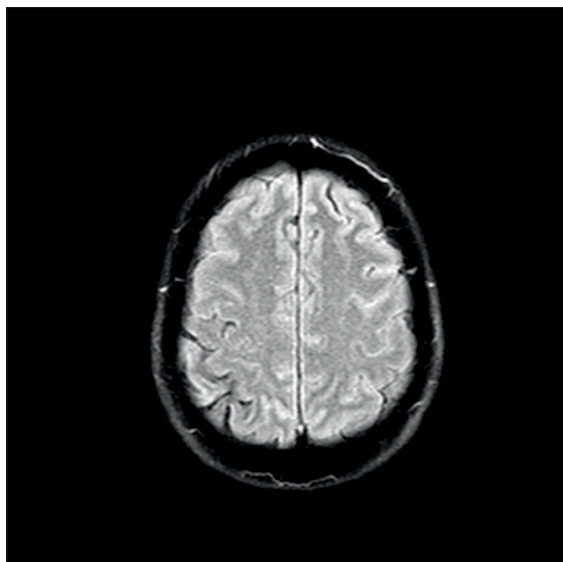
FLAIR imaging showing slight hyperintensity of the left hemisphere frontal sulci.
